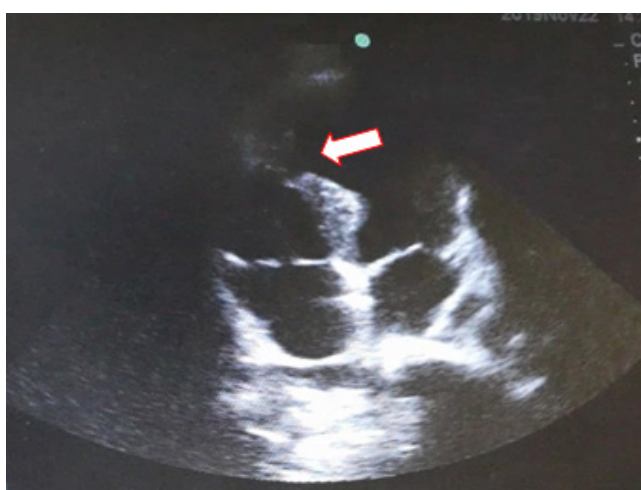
B : Echographie doppler cardiaque transthoracique montrant une CIV en apical
